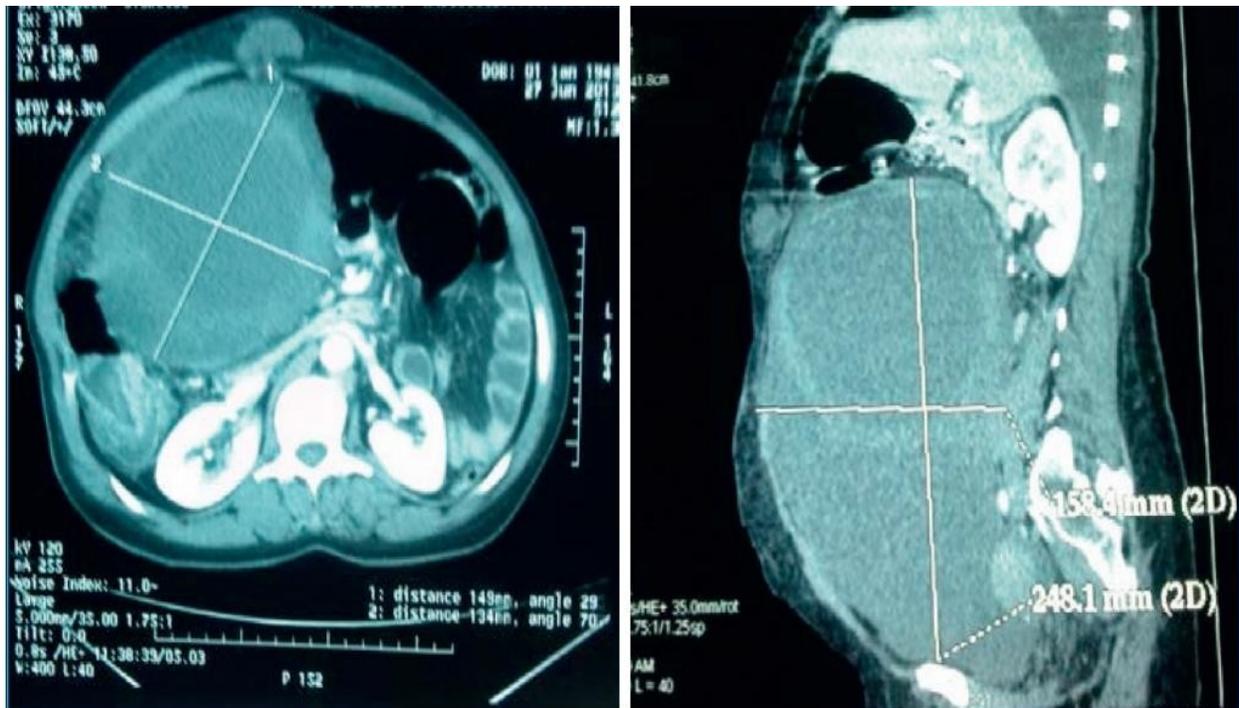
TDM abdomino pelvienne montrant la présence d'une volumineuse formation tumorale abdomino pelvienne de 27*22*18 cm à parois épaissies et multicloisonnées associée à une ascite et une suspicion de carcinose péritonéale.
